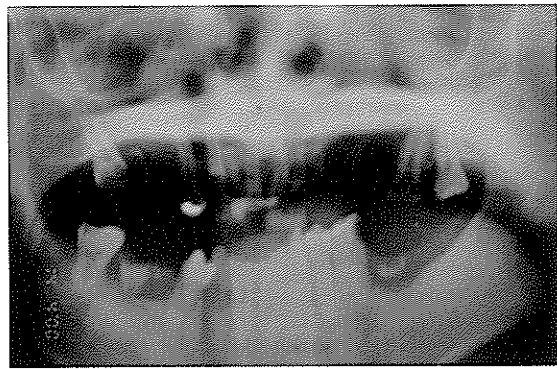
술전 방사선 사진. 다발성 치아우식증, 잔존 치근, 만성 치주염의 소견이 관찰된다.
